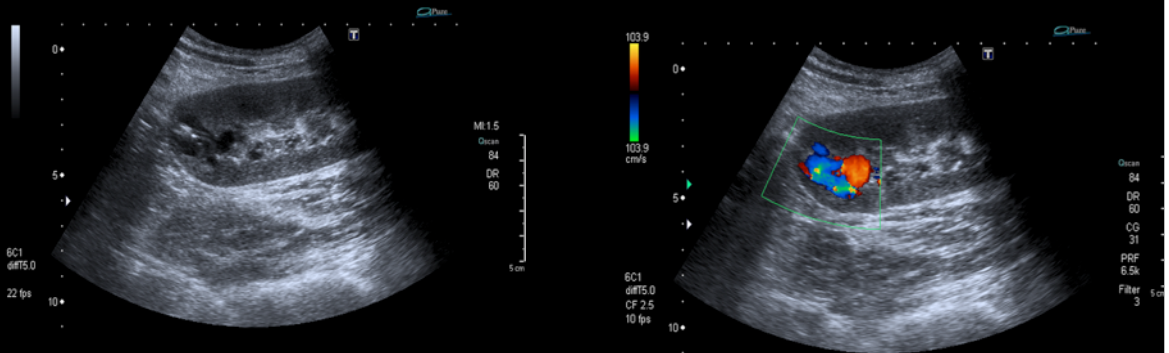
Ecografía-Doppler. Se visualiza en polo superior del injerto renal una fístula arteriovenosa con áreas de flujo turbulento que se ponen de manifiesto en el modo Doppler color.
